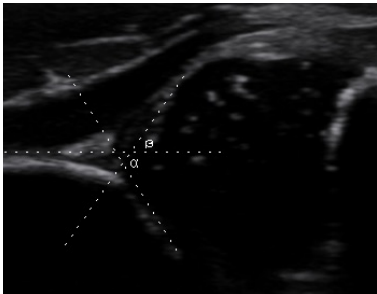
Ecografía de una cadera tipo IIa de Graf
